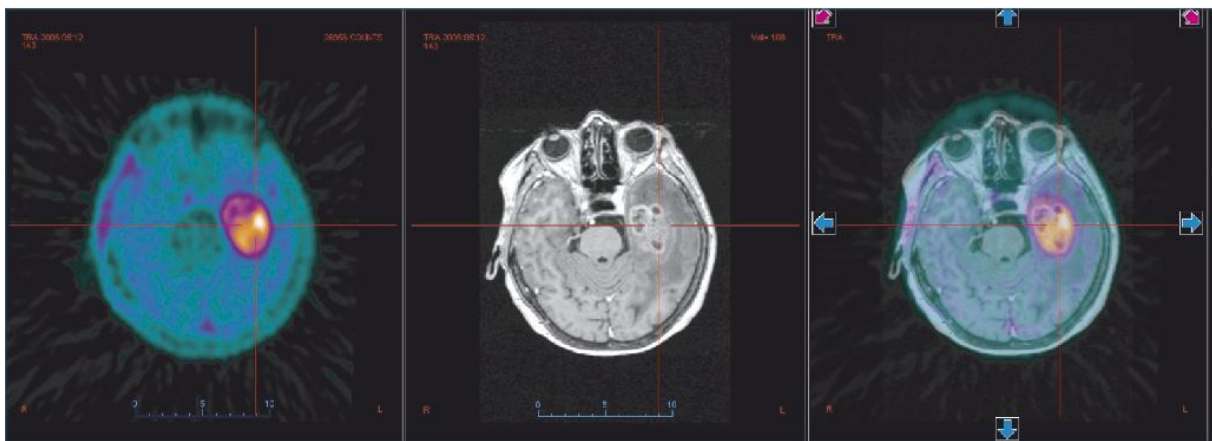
TEP FET et IRM réalisées avant biopsie : diagnostic de glioblastome.
